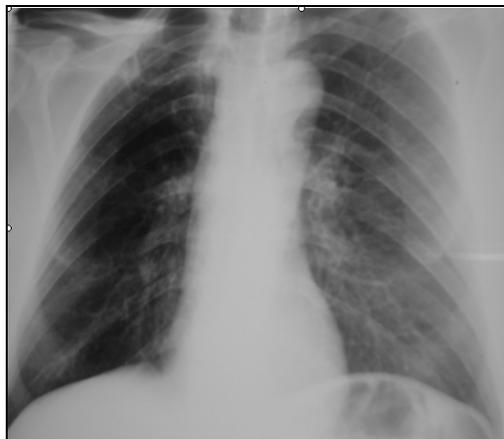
Radiographie pulmonaire postéro antérieure
